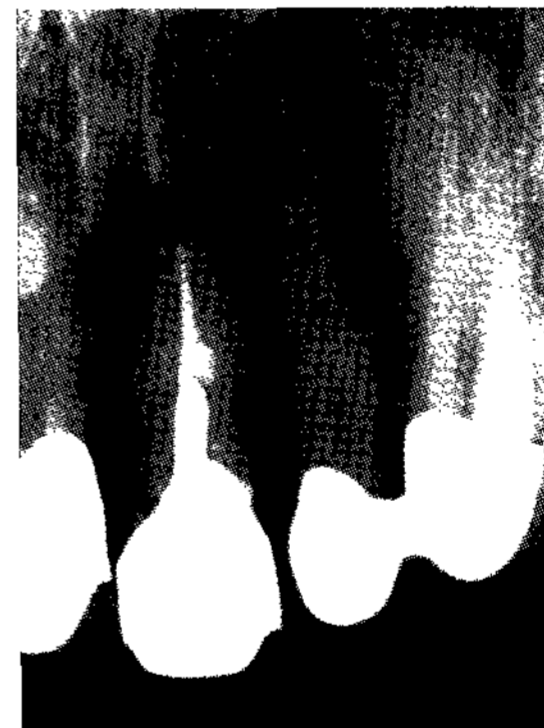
Periapical radiograph showing horizontal fracture line.
